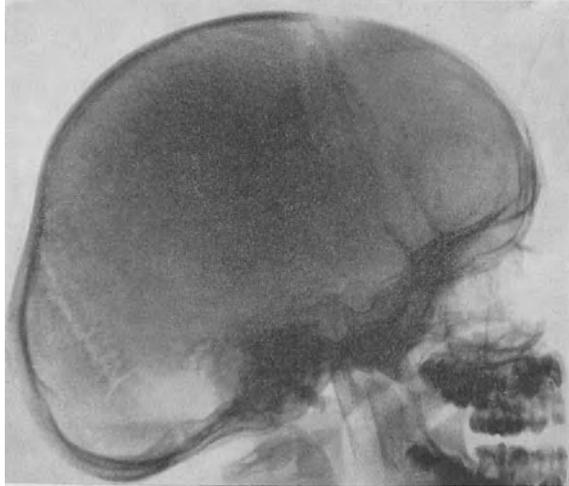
Schädelröntgen bei Dysostosis cleidocranialis.
